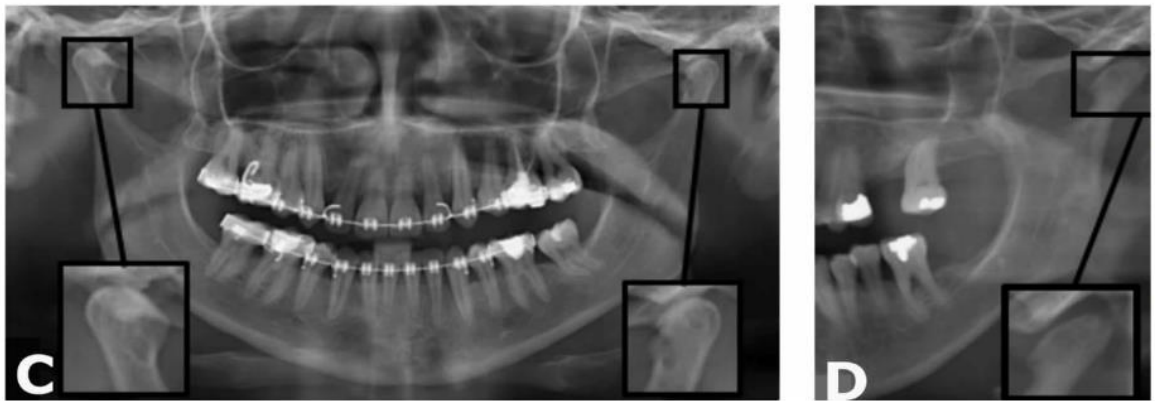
Radiografías panorámicas en las cuales en la imagen C se presenta aplanamiento, pérdida cortical, osteofitos y quistes subcondrales, en la imagen D se presenta un osteofito en cóndilo derecho y erosión en cóndilo izquierdo. (21)
